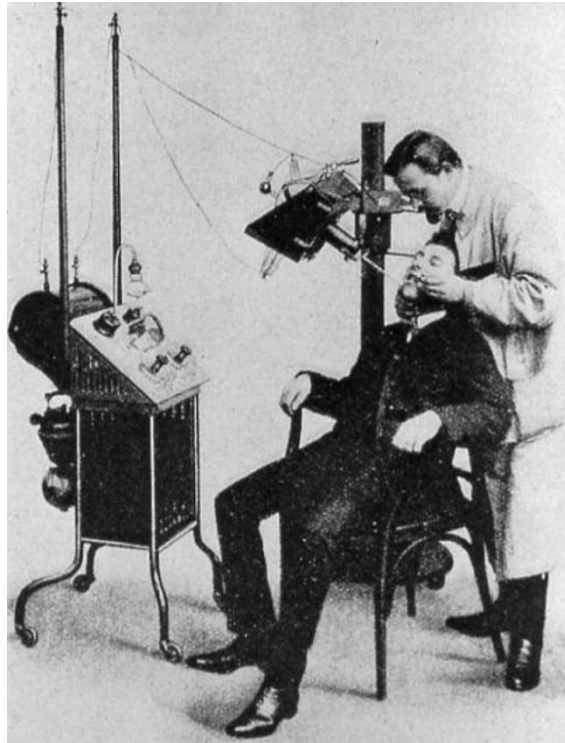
Photographie représentant le 1<sup>er</sup> appareil de radiographie destiné à l'odontologie en 1905 (par Reiniger, Gebbert et Schall). La position du praticien est totalement inadaptée en regard des recommandations de radioprotection actuelles (14)
